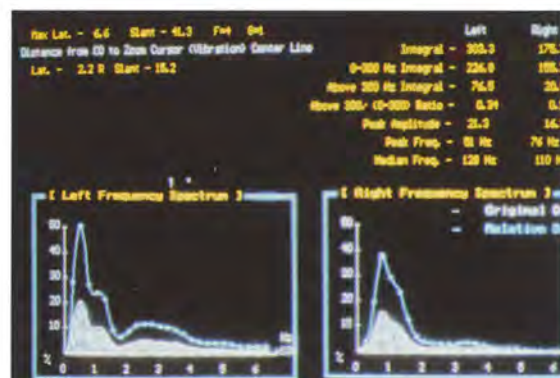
Artrosonografia.
